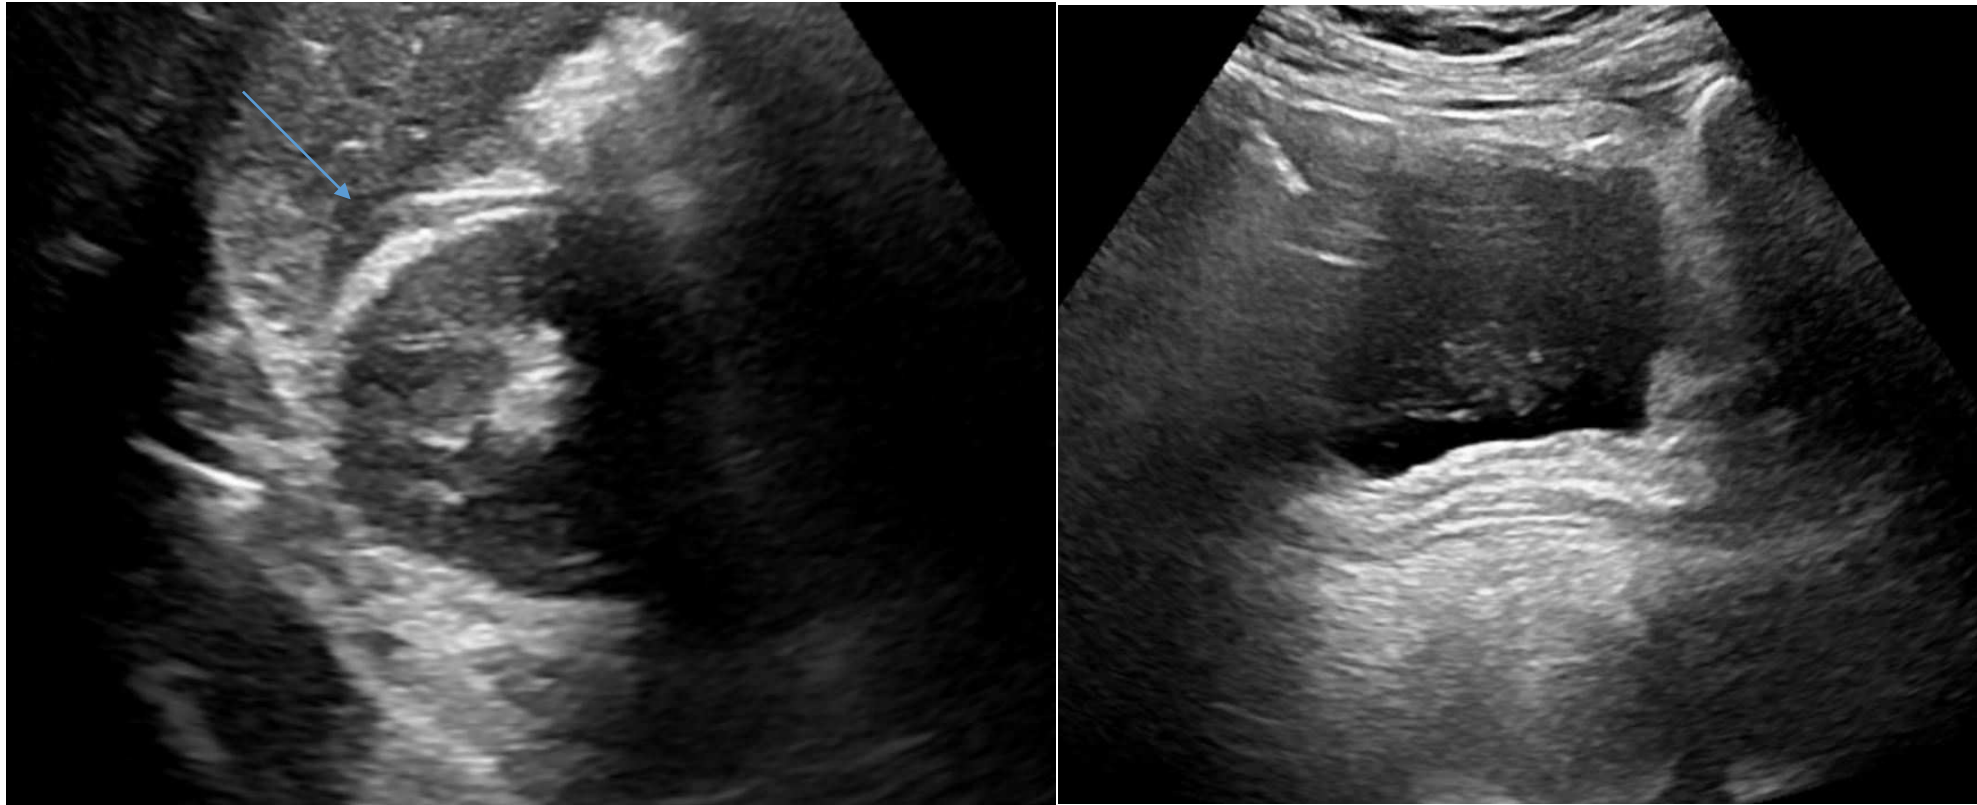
Paciente masculino de 45 años con fiebre, dolor lumbar derecho y disuria. La ecografía renal y vesical muestra una pequeña cuña de líquido perirrenal (flecha azul), compatible con colección inflamatoria por pielonefritis. Además se detritus en vejiga, sugestivo de sedimento inflamatorio o infeccioso.
